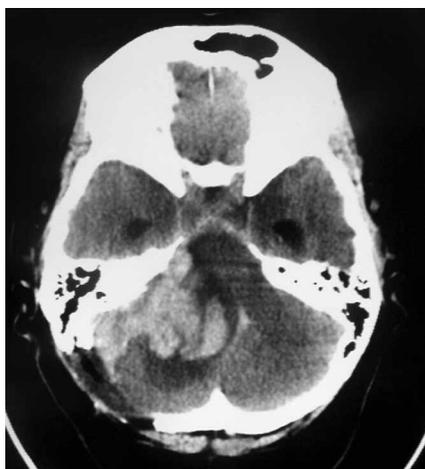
МСКТ головного мозга пациентки на 8-е сутки после удаления гигантской вестибулярной шванномы.
